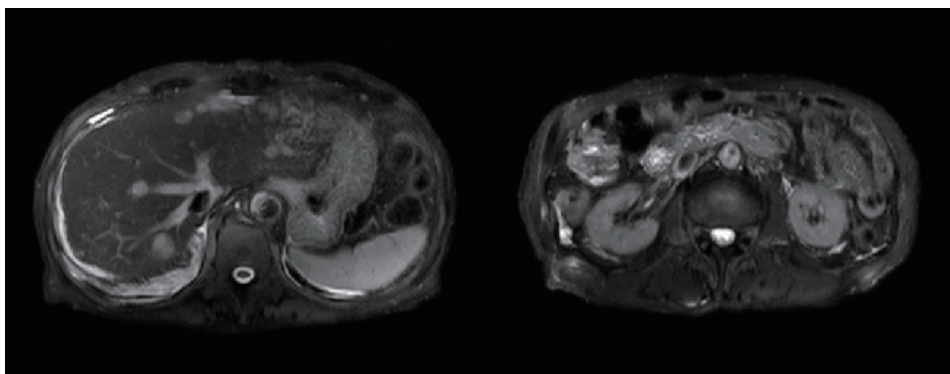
腹部MRI T2high 多発肝転移疑い、小腸腫瘍疑い
